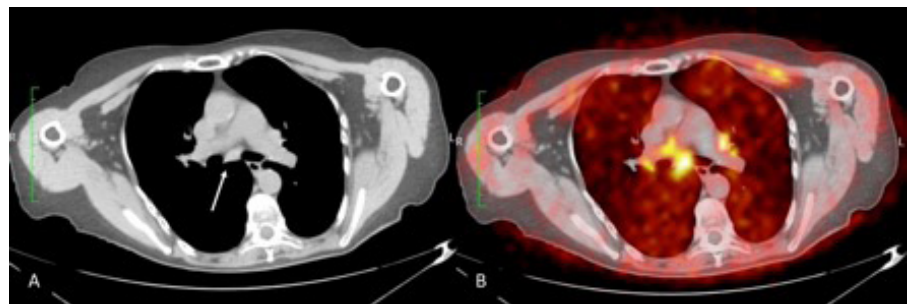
Paciente femenina con diagnóstico de melanoma en pie derecho hace 6 años. A. Ganglio de 9mm de diámetro corto en nivel VII subcarinal (flecha blanca). B. Captación del mismo ganglio con SUV de 4,5, compatible con malignidad.
